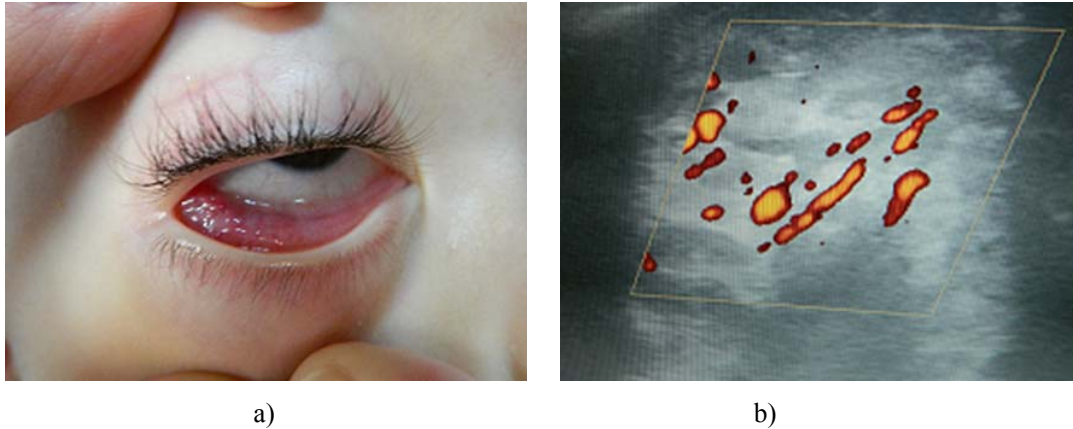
HI la nivelul pleoapiei inferioare a) aspect clinic b) aspect ecografic
